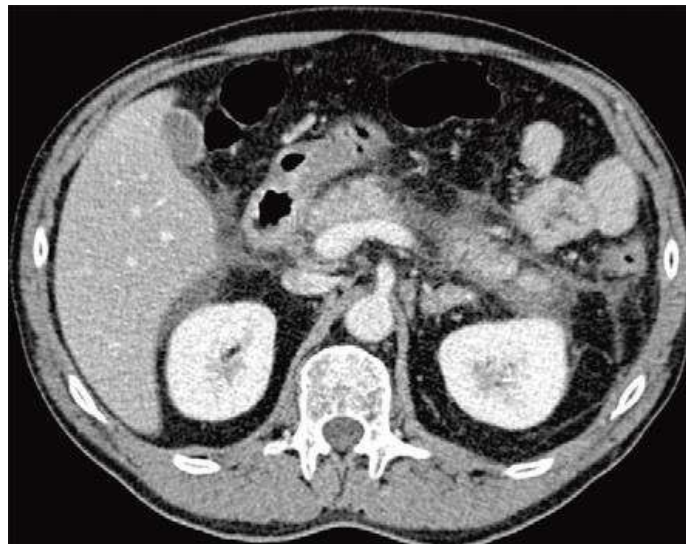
Комп'ютерна томограма: ГП, стадія D за Balthazar E. Підшлункова залоза збільшена. Парапанкреатична рідина (стрілки)
